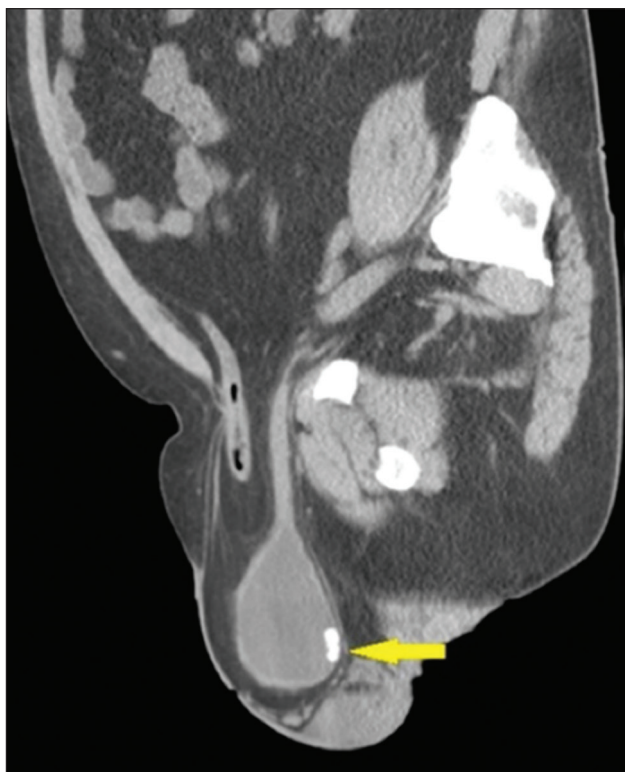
Tomografia computadorizada sagital sem contraste mostra hérnia com alça intestinal e parte da bexiga, contendo cálculo (seta) na porção herniada.
